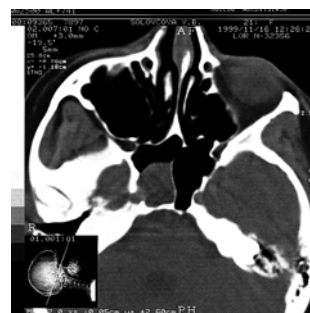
CT scan of the mucocoele in the right sphenoid sinus.
